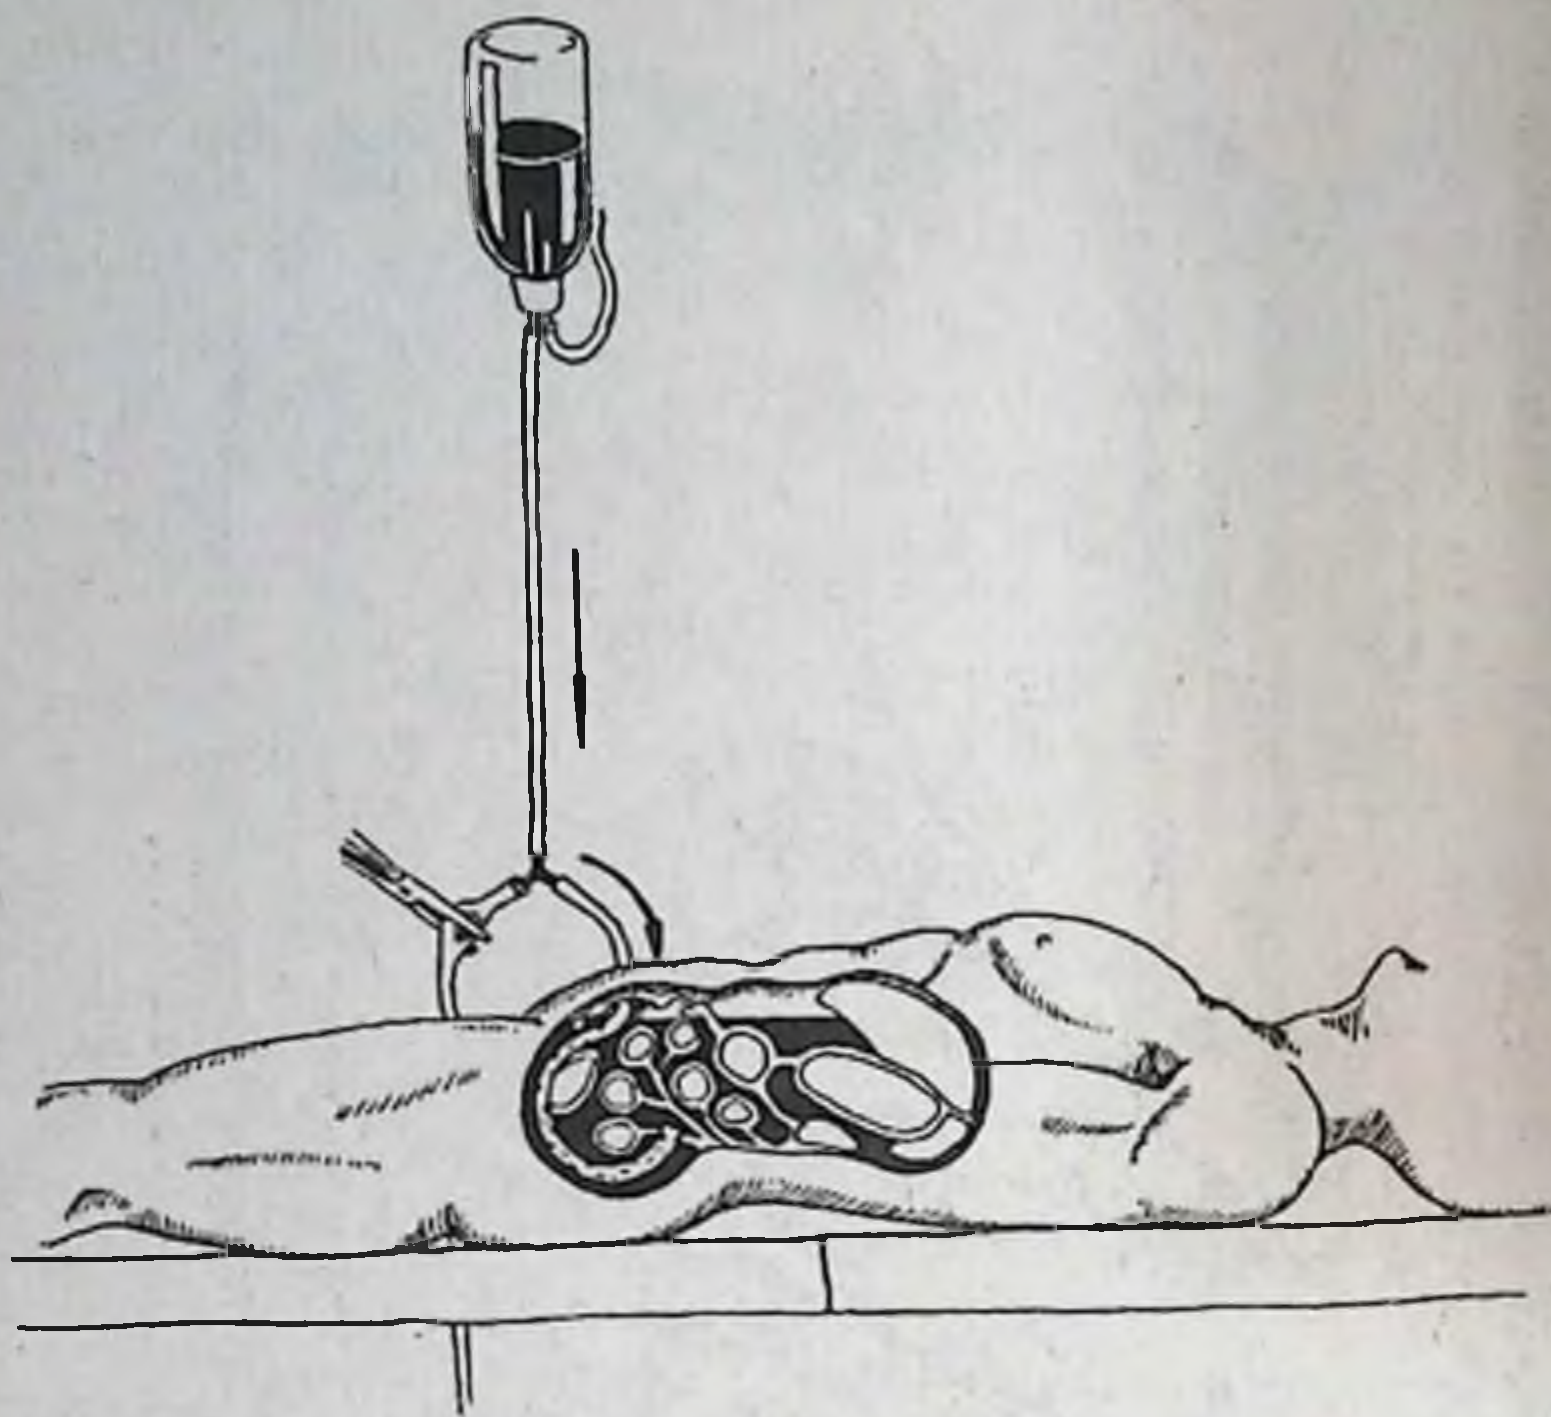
Пролонгированная санация брюшной полости после операции методом перитонеальной перфузии: введение перфузата в полость брюшины.
